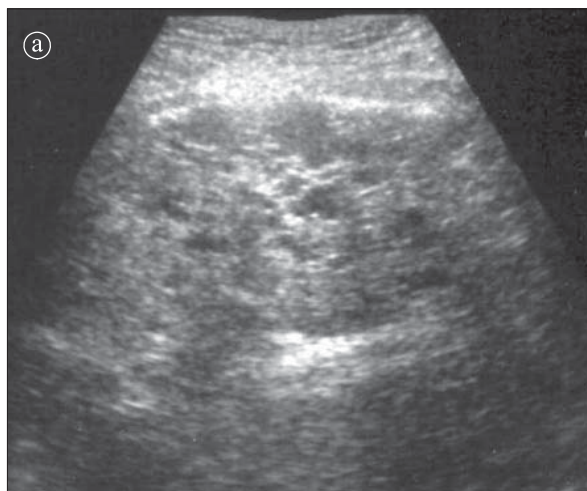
Ecografie. Boală polichistică hepatică. a) 3 ani b) 5 ani. Ficatul are ecogenitate crescută și structură mai inomogenă. Multiple imagini chistice cu dimensiuni mici.
